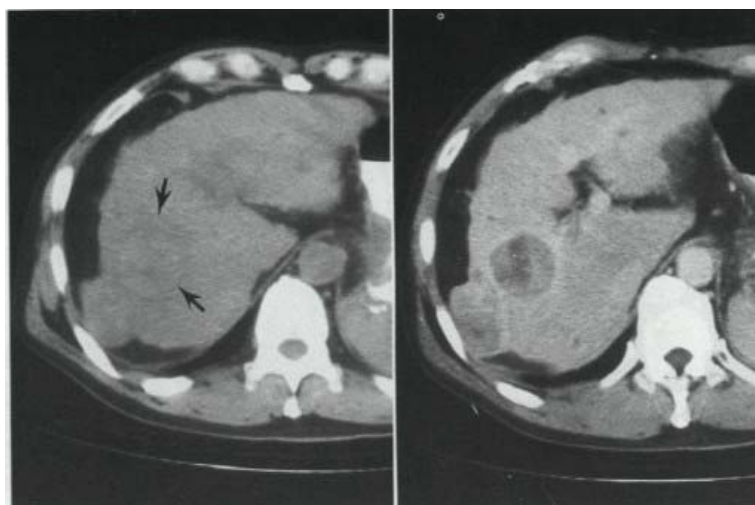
Metástasis hepáticas en TAC. Nótese sus características típicas.
